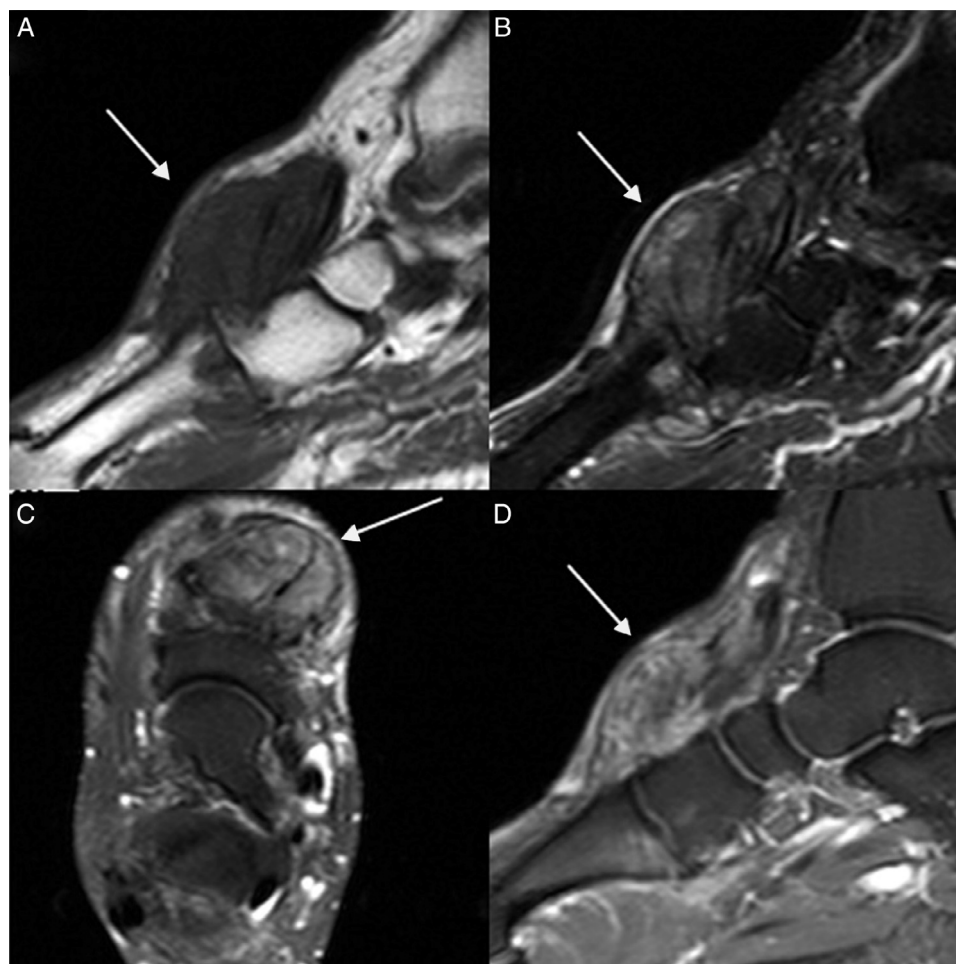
Cortes sagitais de RM ponderados em T1 (A), T2 (B), axial T2 (C) e sagital após contraste (D) do pé que mostram material heterogêneo com isossinal em T1, hipersinal heterogêneo em T2, com realce heterogêneo após a injeção IV do contraste paramagnético, na face dorsal do pé (setas).
